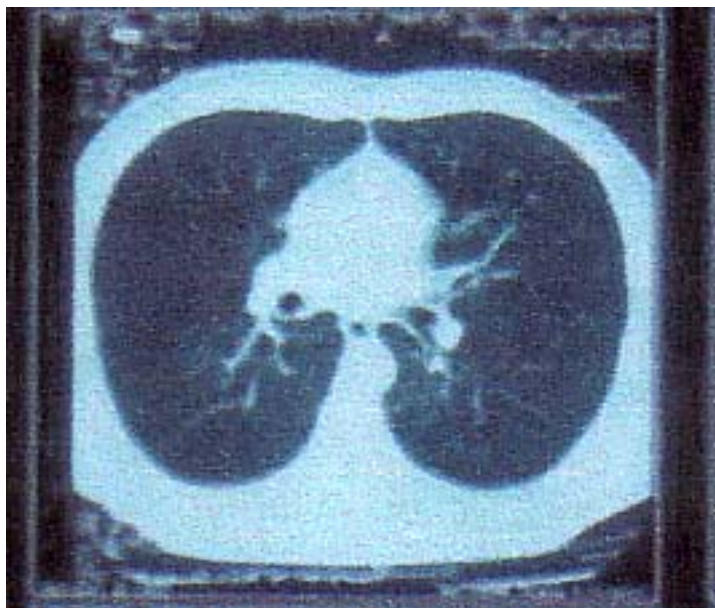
CT de tórax não revela tumor na traquéia
